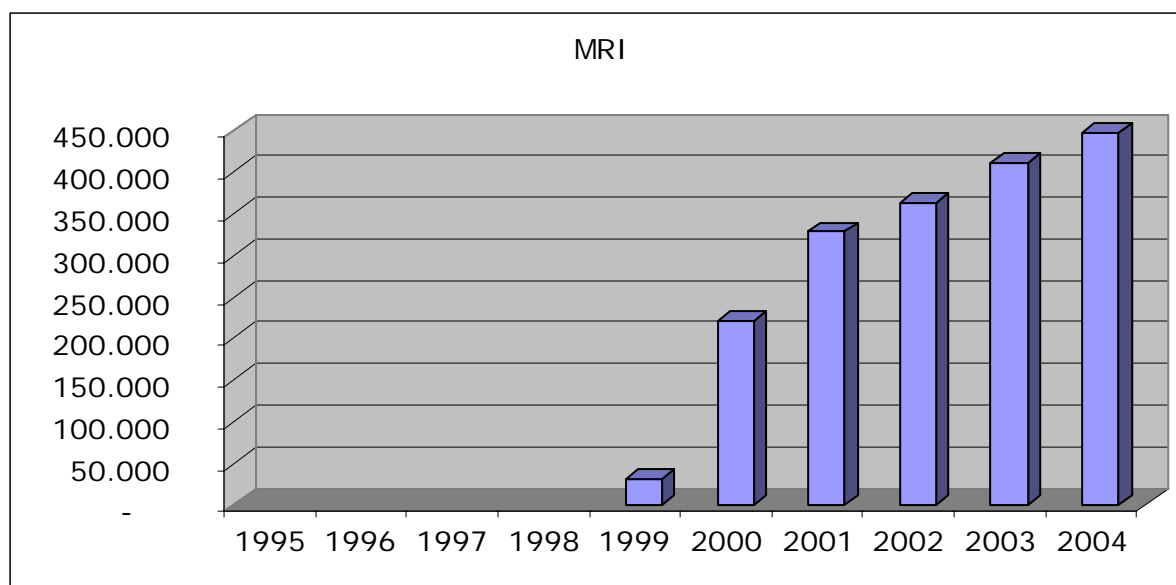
nombre d'examens IRM 2000-2004/an (données INAMI)
